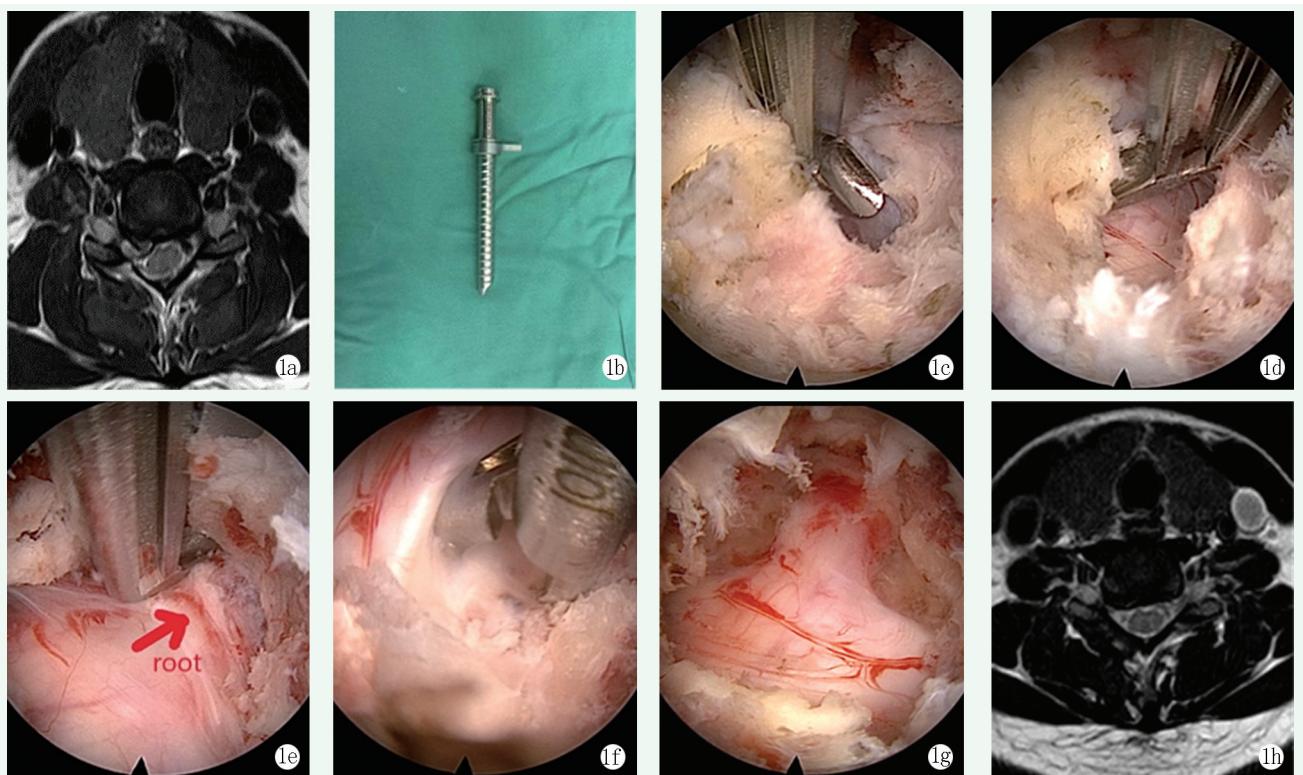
患者女性，37岁，神经根型颈椎病，行后路大通道内镜开窗减压术。1a: 术前MRI显示压迫在右侧；1b: 外带螺纹的大通道工作套管；1c: 椎板钳咬除椎体的椎板下缘，显露黄韧带边缘；1d, 1e: 咬除黄韧带直至显露硬脊膜和受压神经根；1f: 髓核钳摘除致压物；1g: 镜下可见神经根松弛，硬膜搏动良好；1h: 术后MRI显示右侧神经根压迫解除。
